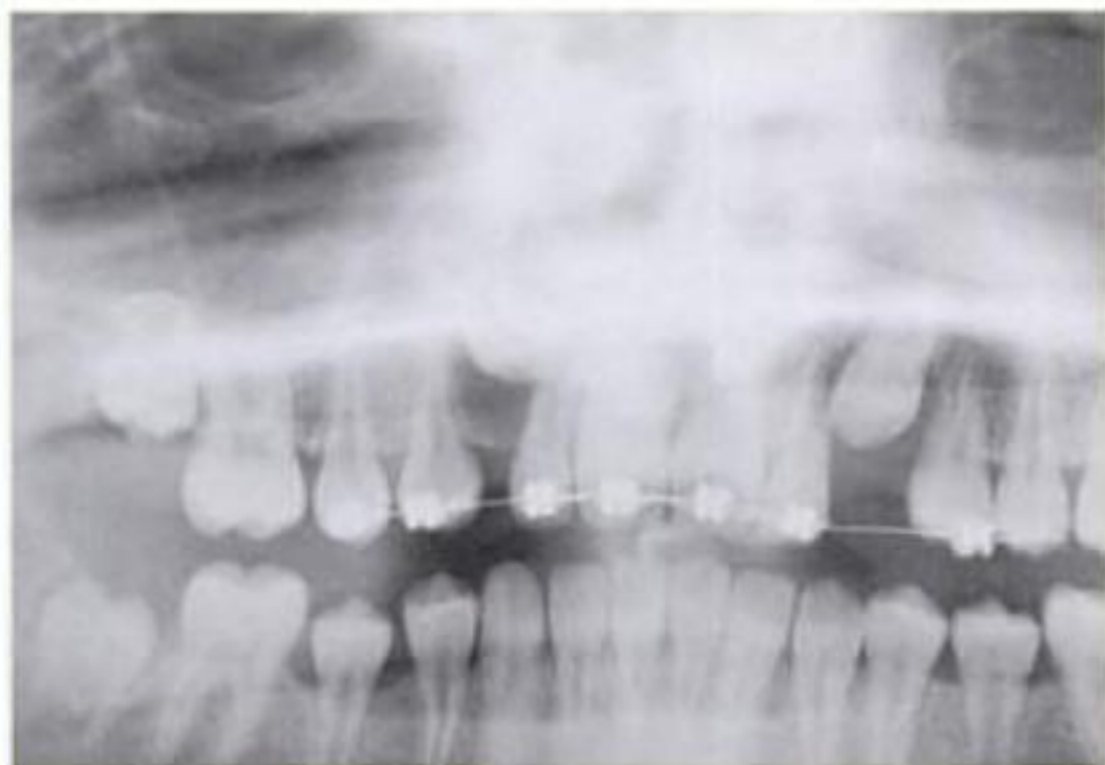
a. Radiografía preoperatoria en la que se observa la inclusión del 13 y del 23 en posición vestibular y crestal, respectivamente.
